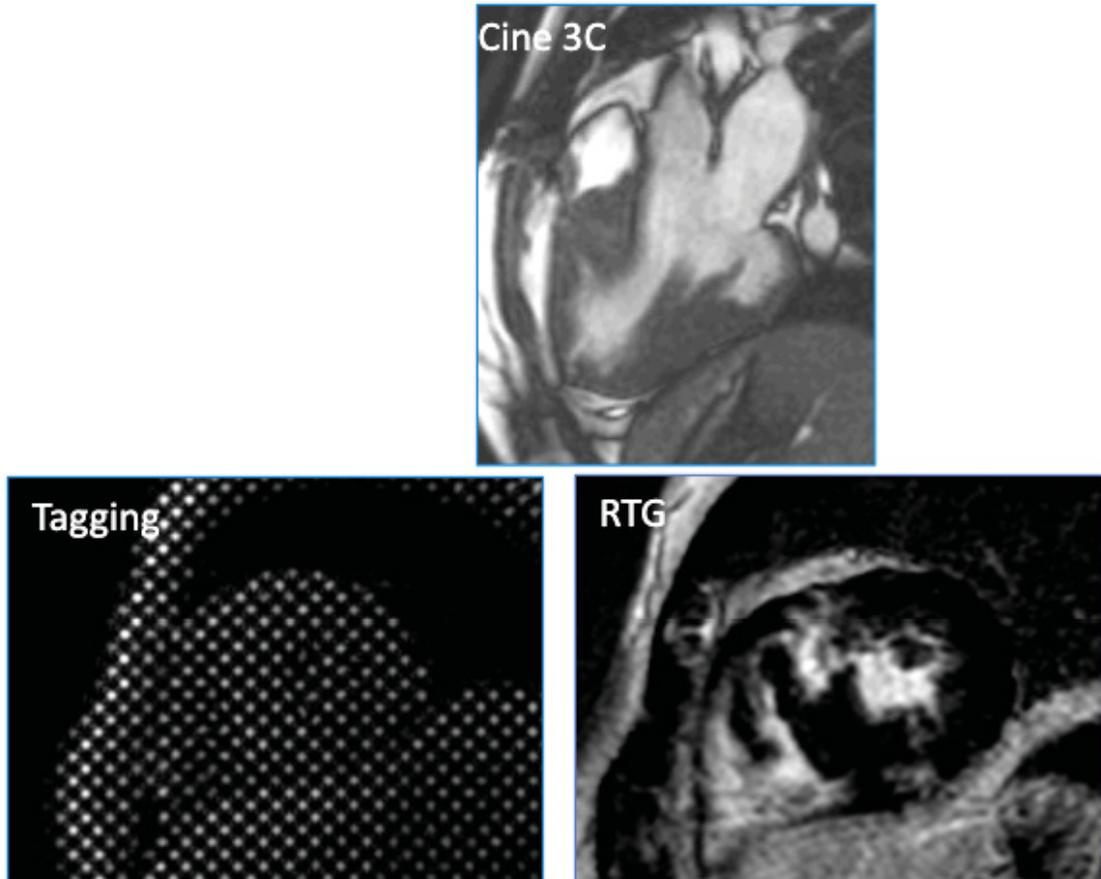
Cine: SSFP en tres cámaras, se evidencia miocardiopatía hipertrófica asimétrica septal, con presencia de criptas. Tagging: secuencia que evalúa la contractilidad. RTG: se observa fibrosis septal parcheada típica de MCH.
